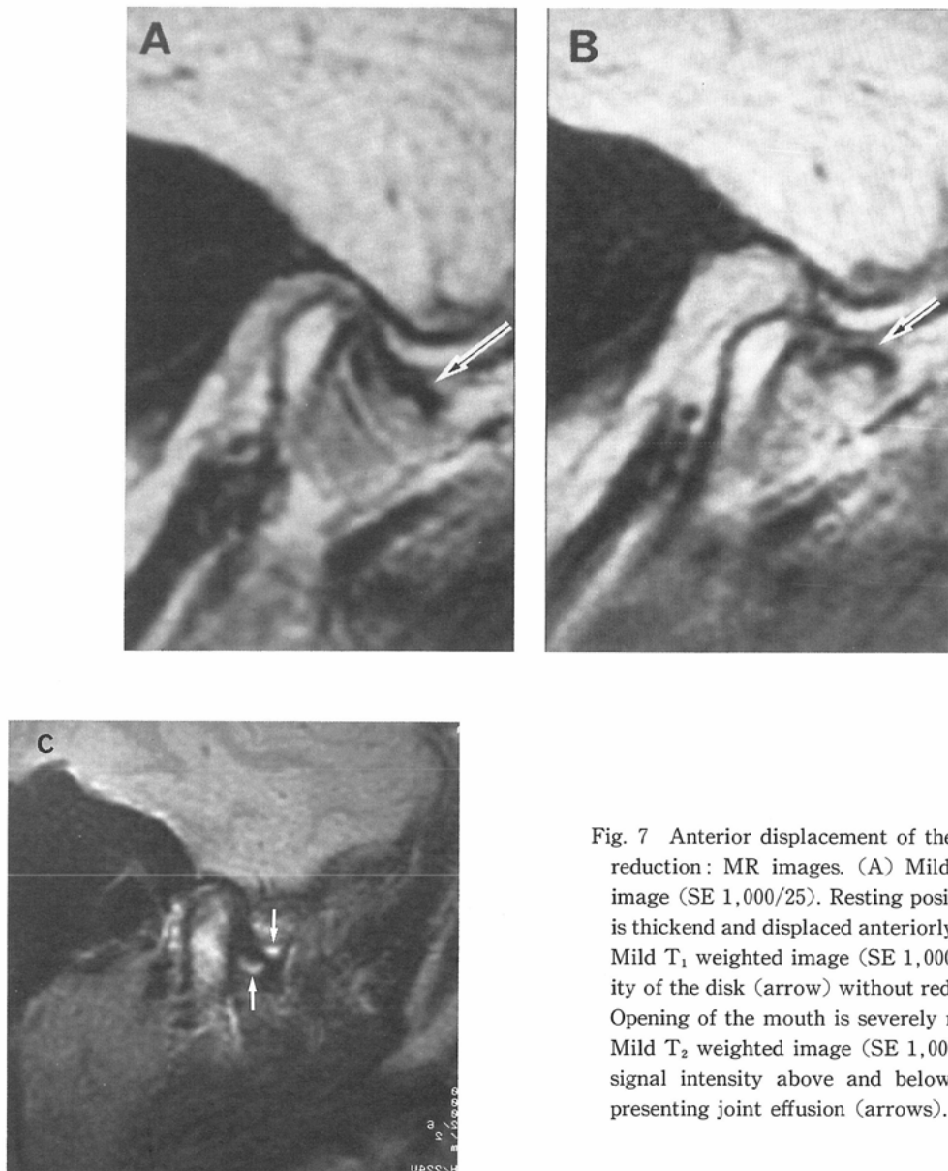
Anterior displacement of the disk without reduction: MR images. (A) Mild T₁ weighted image (SE 1,000/25). Resting position. The disk is thickened and displaced anteriorly (arrow). (B) Mild T₁ weighted image (SE 1,000/25). Deformation of the disk (arrow) without reduction is seen. Opening of the mouth is severely restricted. (C) Mild T₂ weighted image (SE 1,000/100). Bright signal intensity above and below the disk representing joint effusion (arrows).
